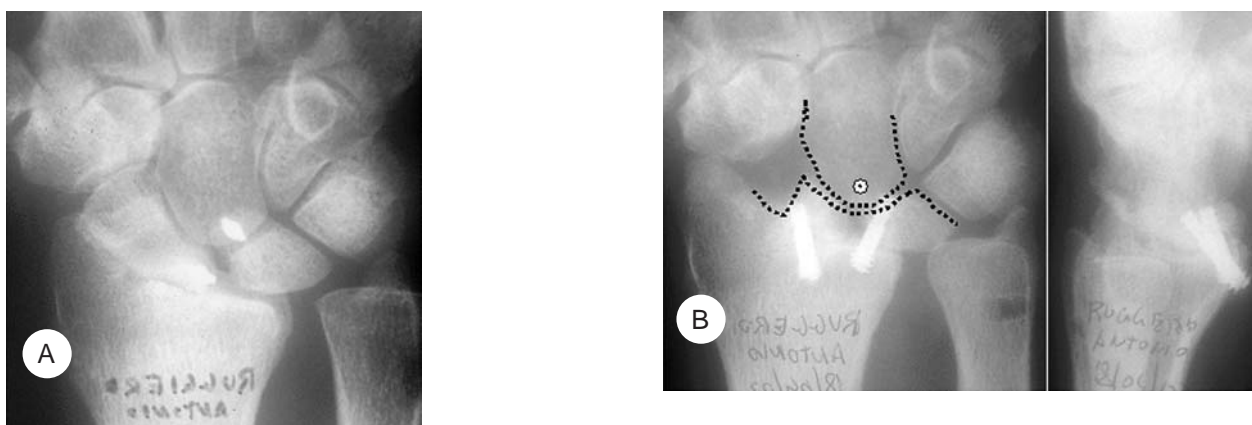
Caso n° 6. A) Necrosi dello scafoide sx in fallimento di intervento di ricostruzione legamentosa con miniancorette, per dissociazione S-L. B) Il controllo radiografico a 12 mesi dall'intervento documenta la buona RCM.
